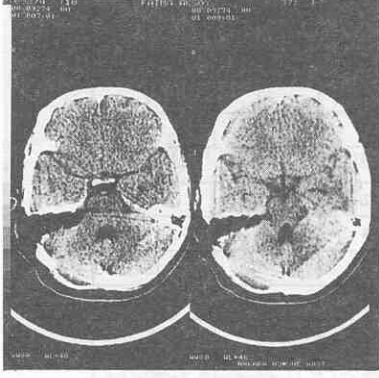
Tümör boyutu 2-4 cm. arasında olan iki ayrı hastanın preop CT görünümü.
